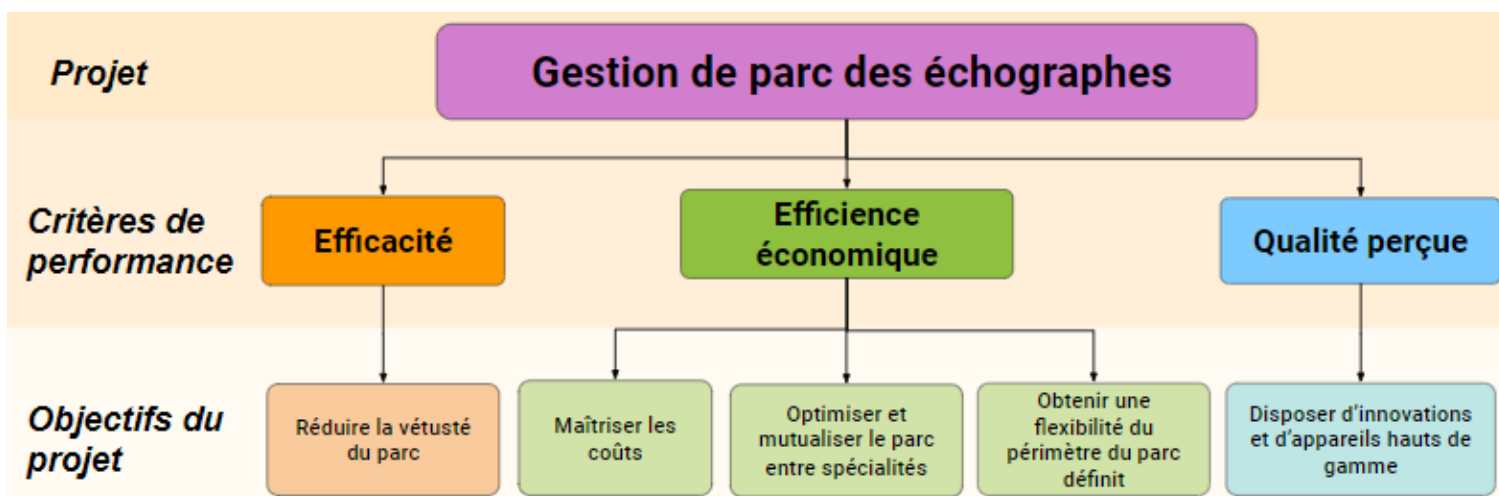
Présentation des objectifs de la gestion de parc des échographes selon les trois axes de la performance (Source : Auteure)
